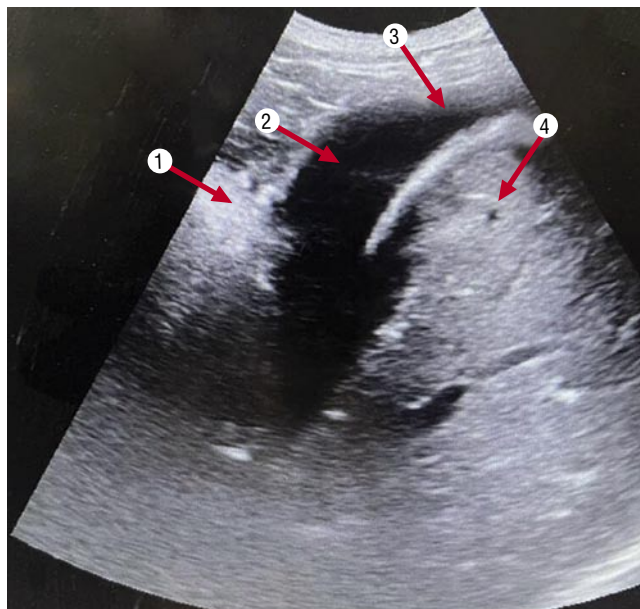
Наличие гемоторакса по данным УЗИ (200 мл). Лёгкое (1). Свободная жидкость (2). Реберно-диафрагмальный синус (3). Печень (4).
